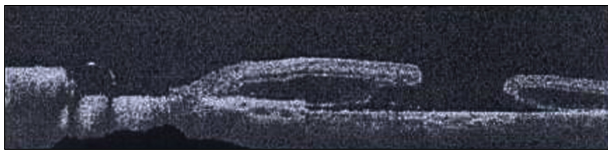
Optical coherence tomography confirmed the full thickness macular hole.
